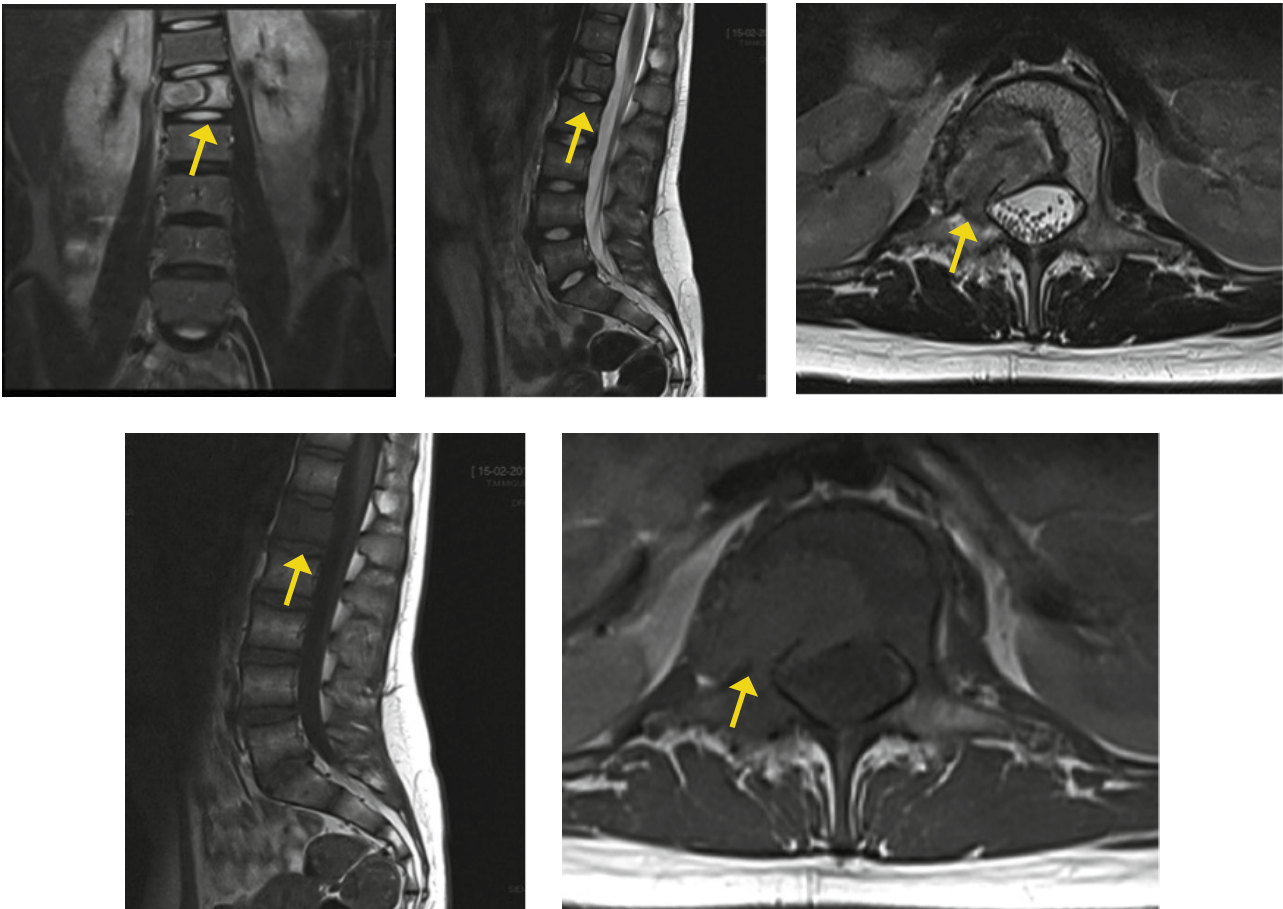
Estudio con RM. Lesión hiperintensa en T2, hipointensa en T1, con extensión a partes blandas circundantes. Con afectación de bajo grado del canal. Destaca ausencia de colapso significativo del cuerpo vertebral afectado
